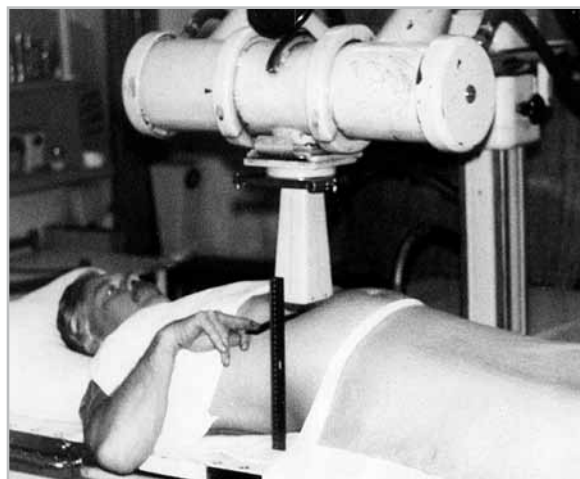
Укладка больного при проведении топометрии для лучевой терапии ПЖ. Показано измерение расстояния между тубусом и поверхностью стола с учетом компрессии тубуса рентгенотерапевтической трубки на переднюю брюшную стенку с помощью линеек (соответствует расстоянию *А,В* на рис. 2)
